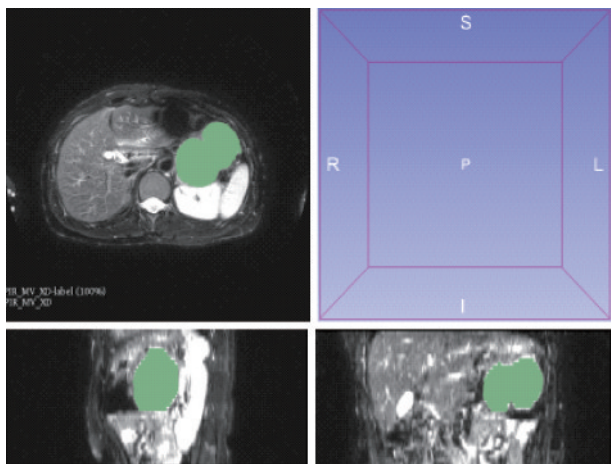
胰腺囊肿性肿瘤患者磁共振成像(MRI)病变标记完毕后的病变三维截图,可调整不同层面观察
